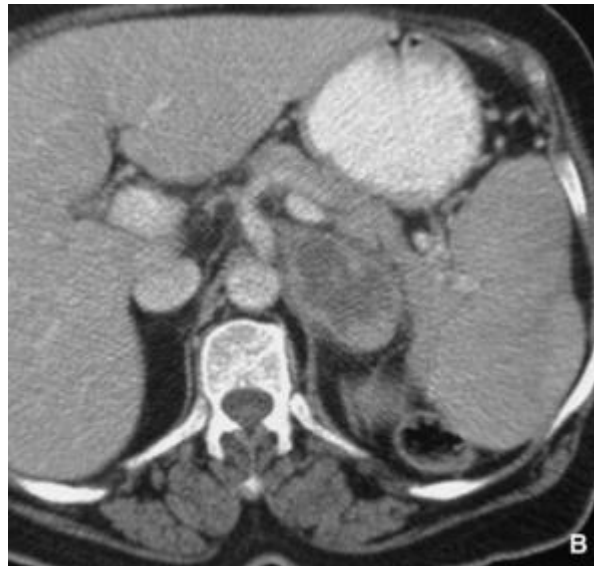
Lymphome surrealien : TDM avec injection : masse surrealienne gauche tissulaire de densité hétérogène. Absence d'autre anomalie individualisable. Biopsie sous scanner : lymphome primitif de la surrenale.
